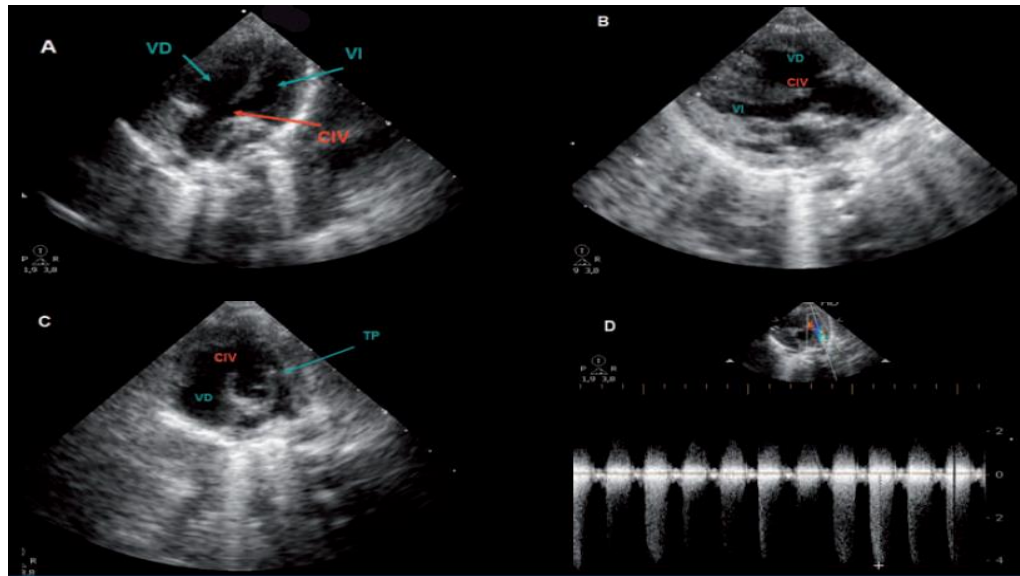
Ecocardiograma de tetralogía de fallot en paciente de 6 semanas con A: Se observan las 4 cámaras del corazón. B: Corte del eje largo del ventrículo izquierdo; Tanto en la imagen A como en la B se observa la comunicación interventricular. C: Corte del eje corto de los vasos; se observa la comunicación interventricular y la estenosis del tronco pulmonar. D: Doppler-continuo a través del tronco pulmonar; el gradiente pulmonar es de aproximadamente 70 mmHg, estenosis pulmonar severa.
